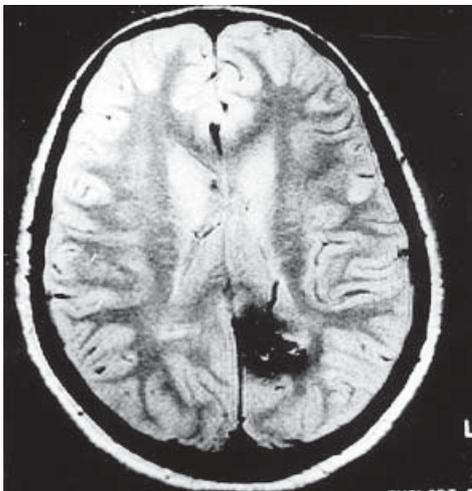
Ressonância magnética em T1 evidenciando lesão hipointensa, sem realce à injeção de contraste paramagnético, com 2,5 cm de diâmetro, localizada em região parietoccipital esquerda, sugestiva de cavernoma.
